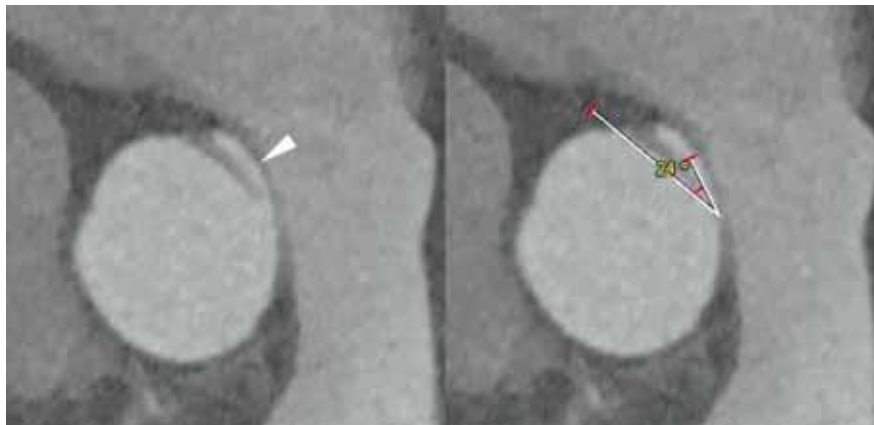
Mesure de l'angle de connexion. Images TDM (reconstruction 3D) avec mesure de l'angle de connexion d'une artère coronaire droite connectée dans le sinus gauche avec un trajet interartériel (tête de flèche).
